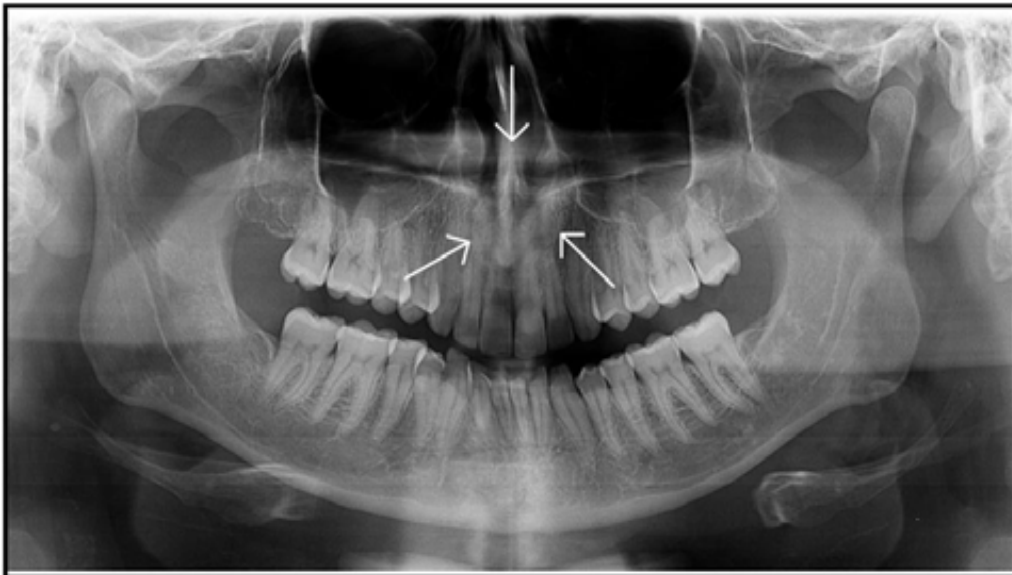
Radiografia panorâmica mostrando área de neoformação óssea, um ano após a enucleação do cisto
